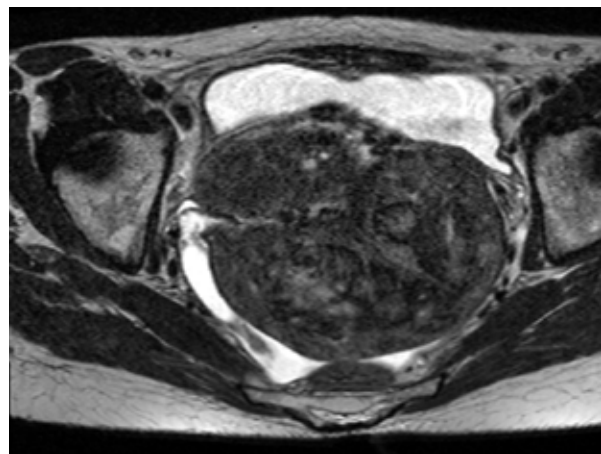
Множественная миома матки (МРТ)
